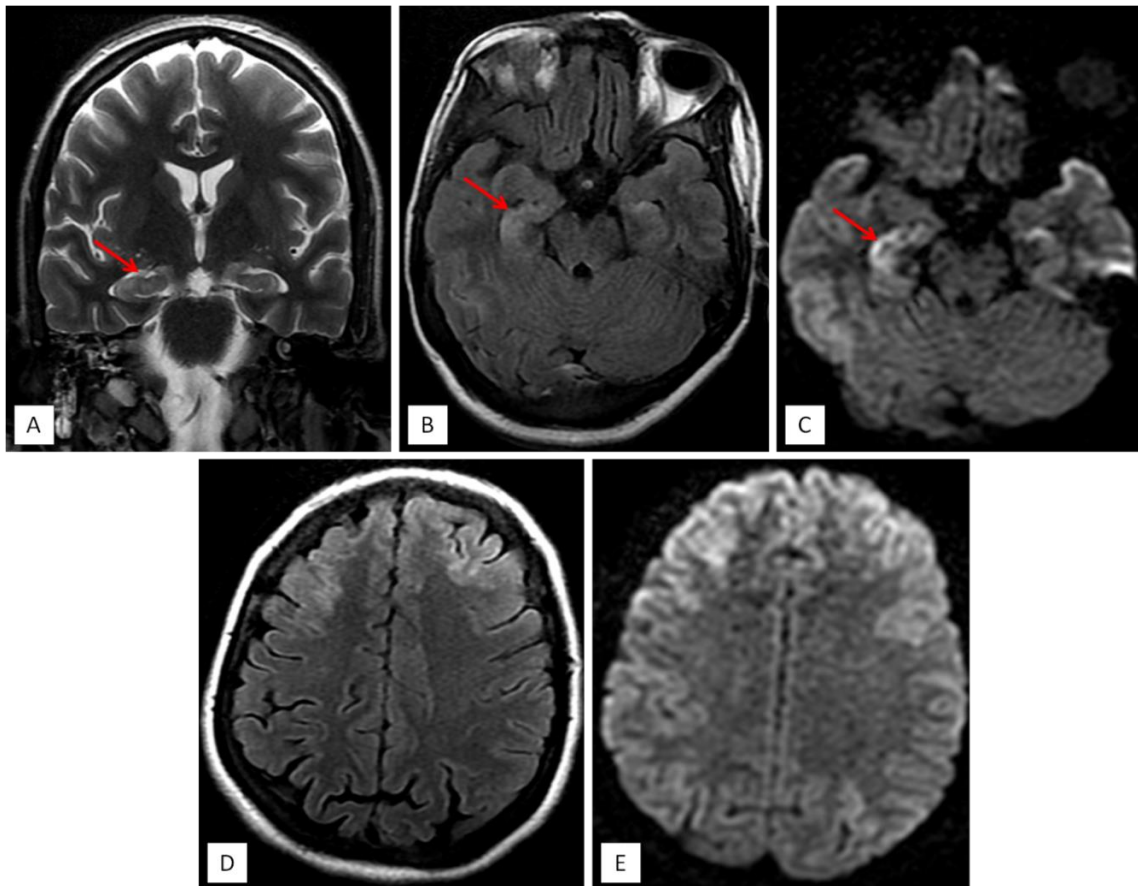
L'IRM objective la présence de plages hippocampiques (flèches rouges) bilatérales et symétriques en hypersignal T2 (coupe coronale : A) et FLAIR (coupe axiale : B), restrictives en diffusion (coupe axiale : C) ; en faveur d'une encéphalopathie hypoglycémique. Avec la présence de quelques plages lésionnelles corticales frontales et occipito-temporales bilatérales décrites en hypersignal FLAIR (coupe axiale : D) avec restriction de la diffusion (coupe axiale : E) ; pouvant être en rapport avec une souffrance corticale corrélé à l'état de mal convulsif.
